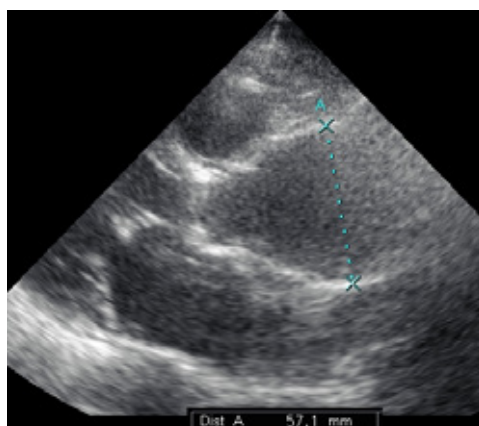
Пациентка И., 67 лет с аневризмой восходящей аорты диаметром 57 мм, сглаживанием синотубулярного перехода. Парастернальная позиция, длинная ось левого желудочка. Трансторакальная эхокардиография
